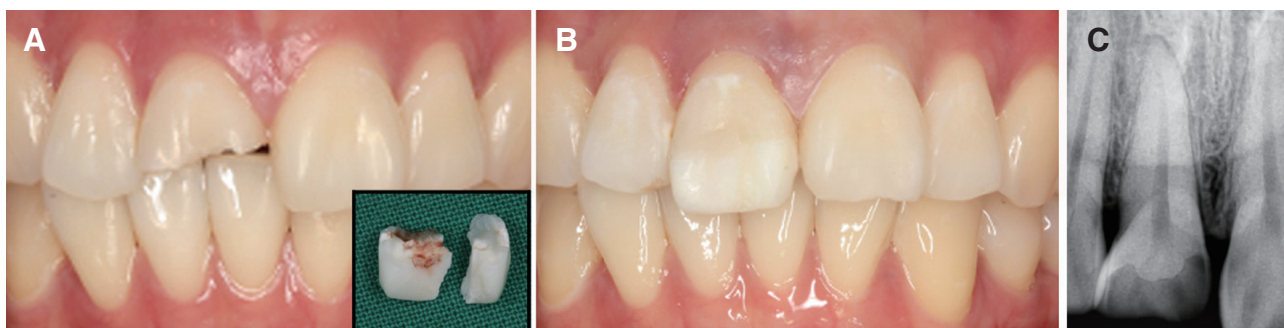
Tooth fragment reattachment of Case B: (A) Preoperative photographic image of the fractured tooth and tooth fragments, (B) Immediate postoperative photographic image, (C) Preoperative radiographic image of the fractured tooth.
